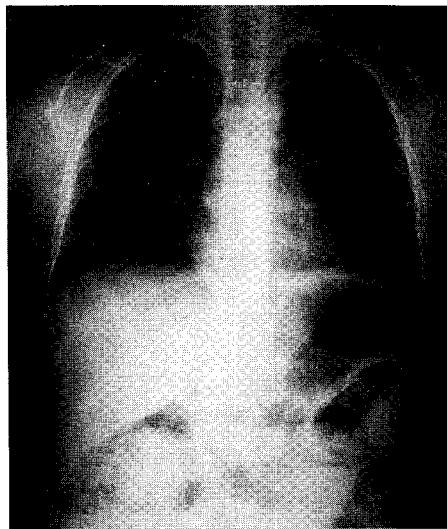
Chest X-ray showing no specific abnormal finding on both lung fields and right upper quadrant of abdomen.
